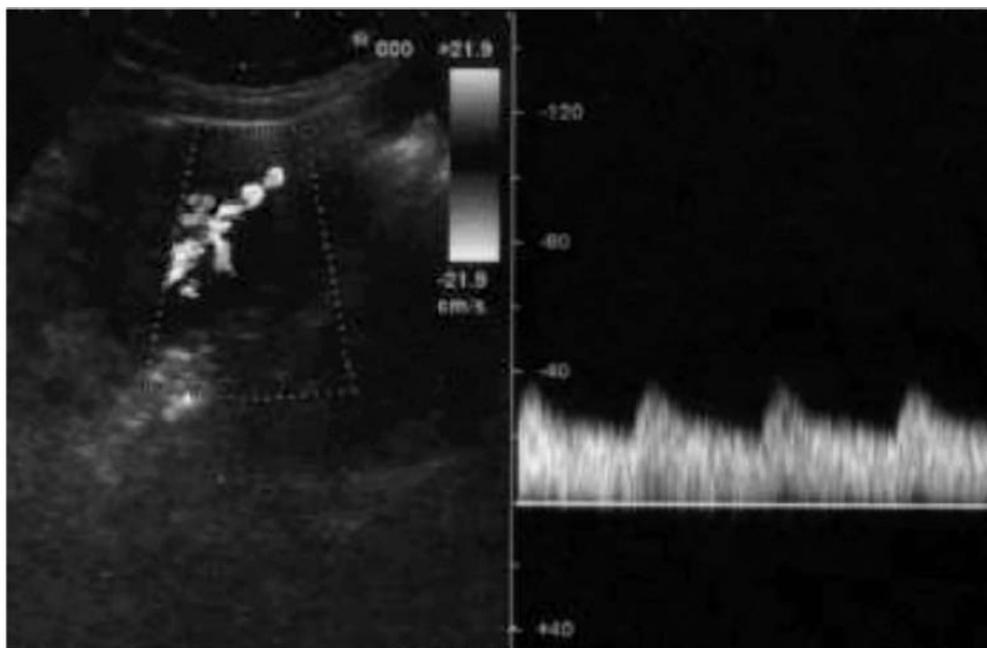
Flussimetria Doppler dell'arteria uterina nel secondo trimestre normale, con bassa impedenza al flusso.
